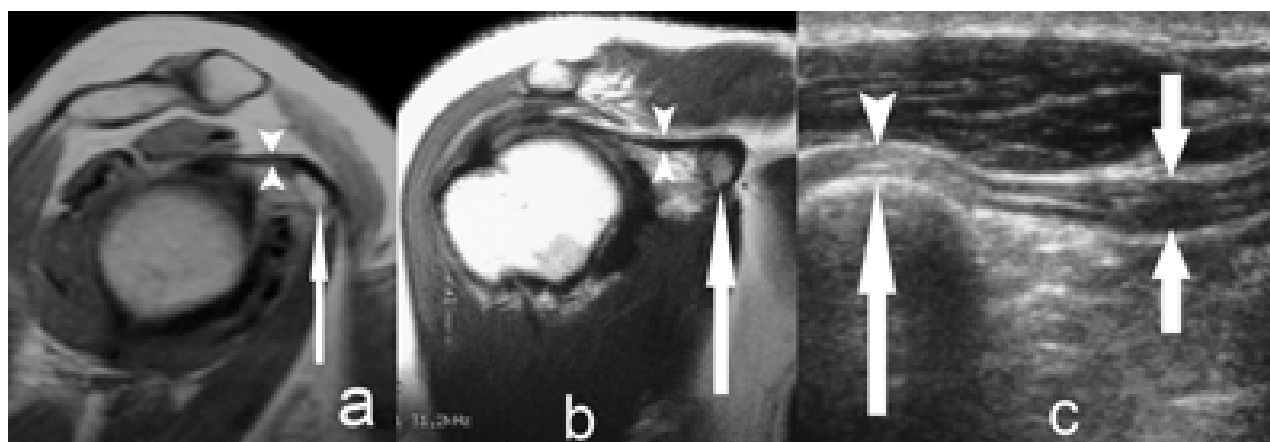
Resonancia – Ecografía.
